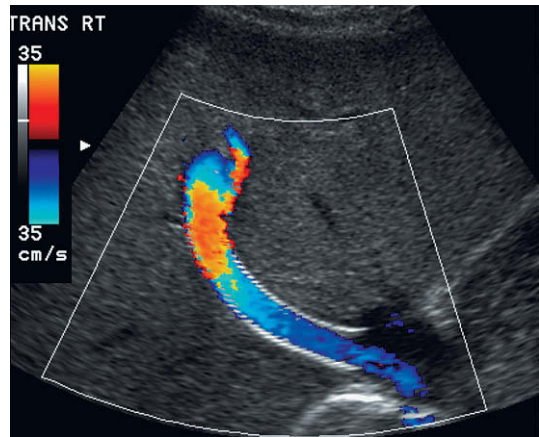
Imagen oblicua de Doppler color de una TIPS. Toda la luz se ve saturada con el color, lo que indica permeabilidad. Obsérvese la no uniformidad de la codificación Doppler, derivada del estrechamiento de la zona de solapamiento de las endoprótesis.
